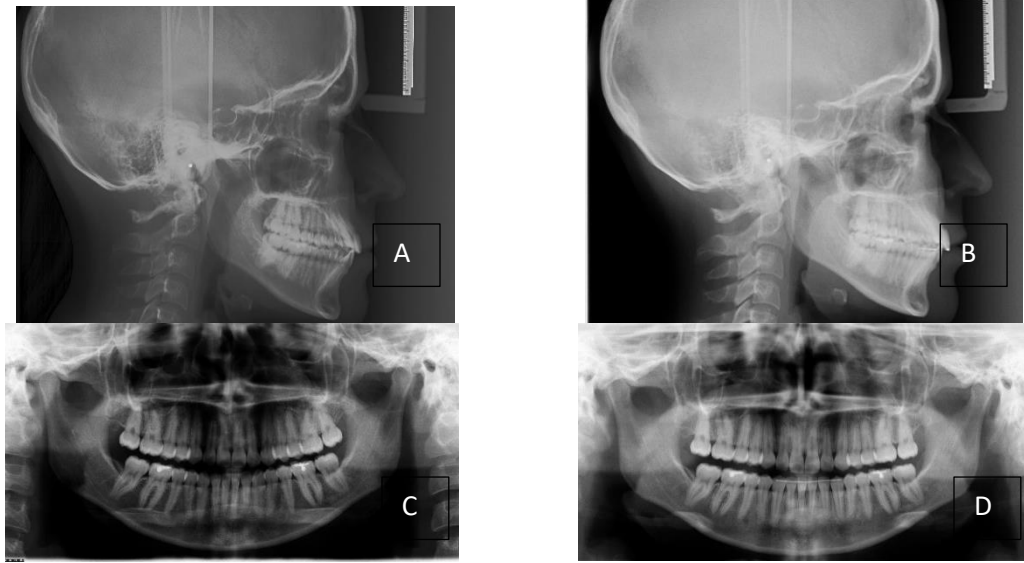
A-B Radiografías lateral de cráneo antes y después del tratamiento, C-D Radiografías panorámicas antes y después del tratamiento
